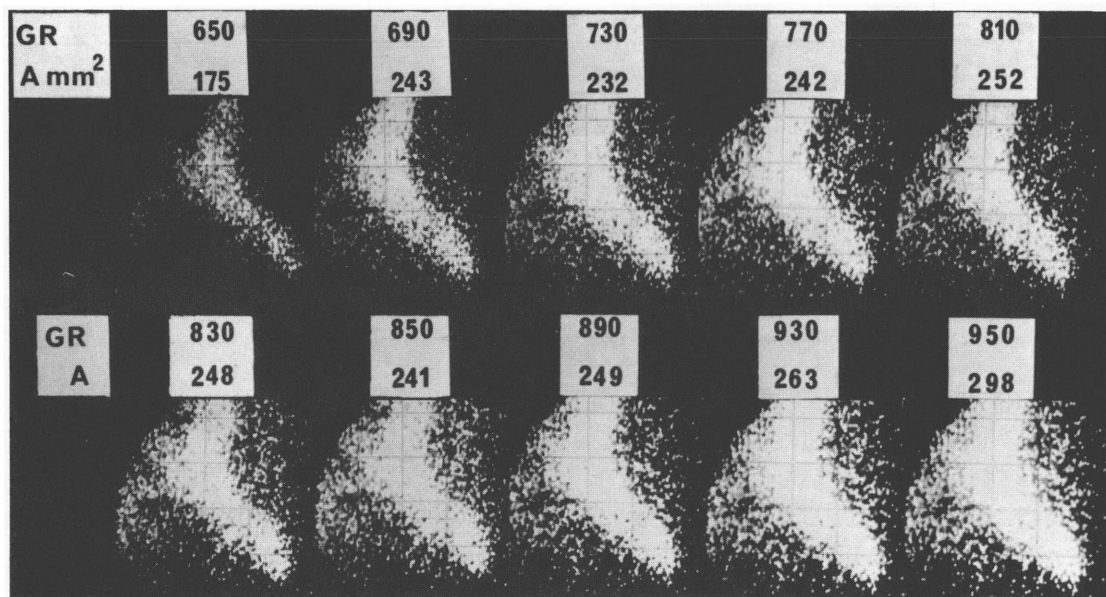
A change in the area of left ventricular scintigram with gradual increase in the growth rate (GR) of the persistence scope. The area does not change in the growth rate ranging from 770 to 850, which is utilized for displaying the left ventricular scintigram.
